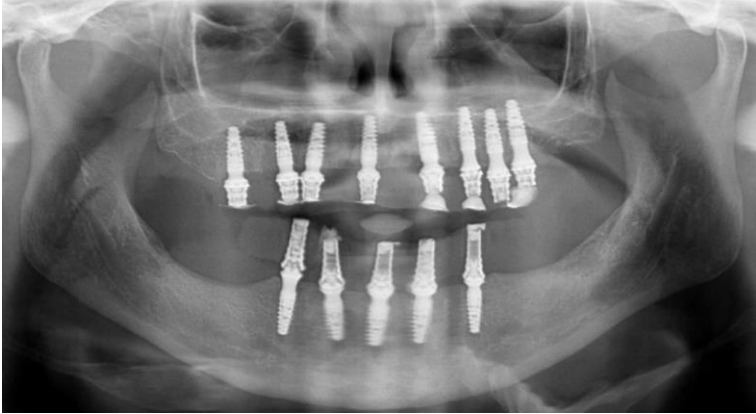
Radiografia panorâmica obtida uma semana após a colocação dos implantes, para análise da orientação e angulação
